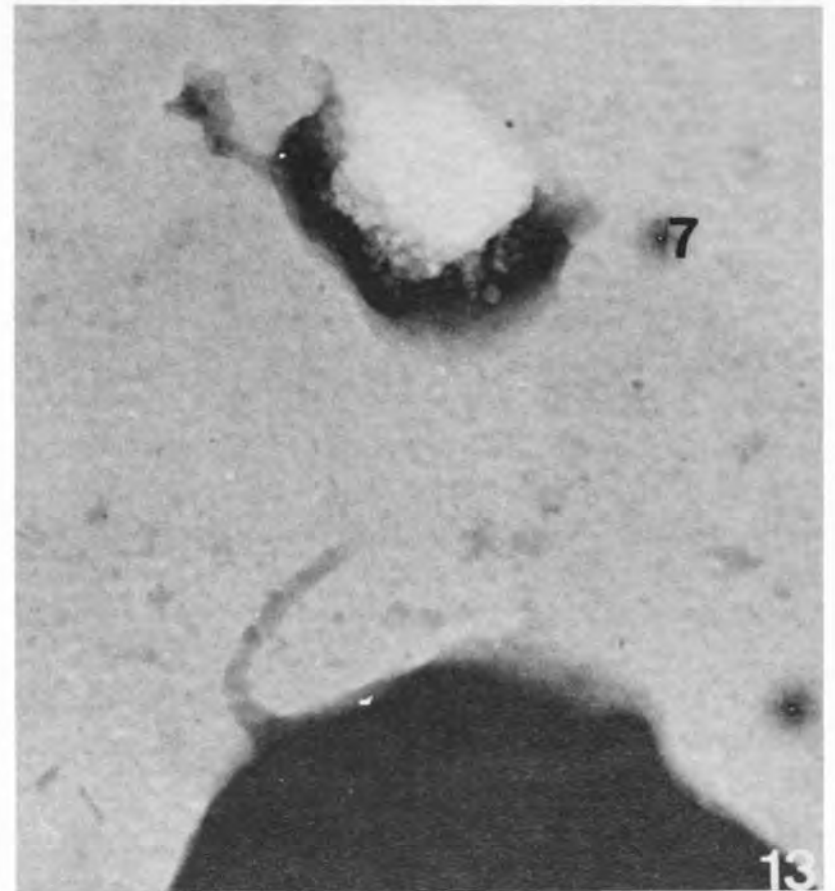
Molaire supérieure. Perle de l'émail et calcoglobules. Microradiographie  $\times 150$ .
